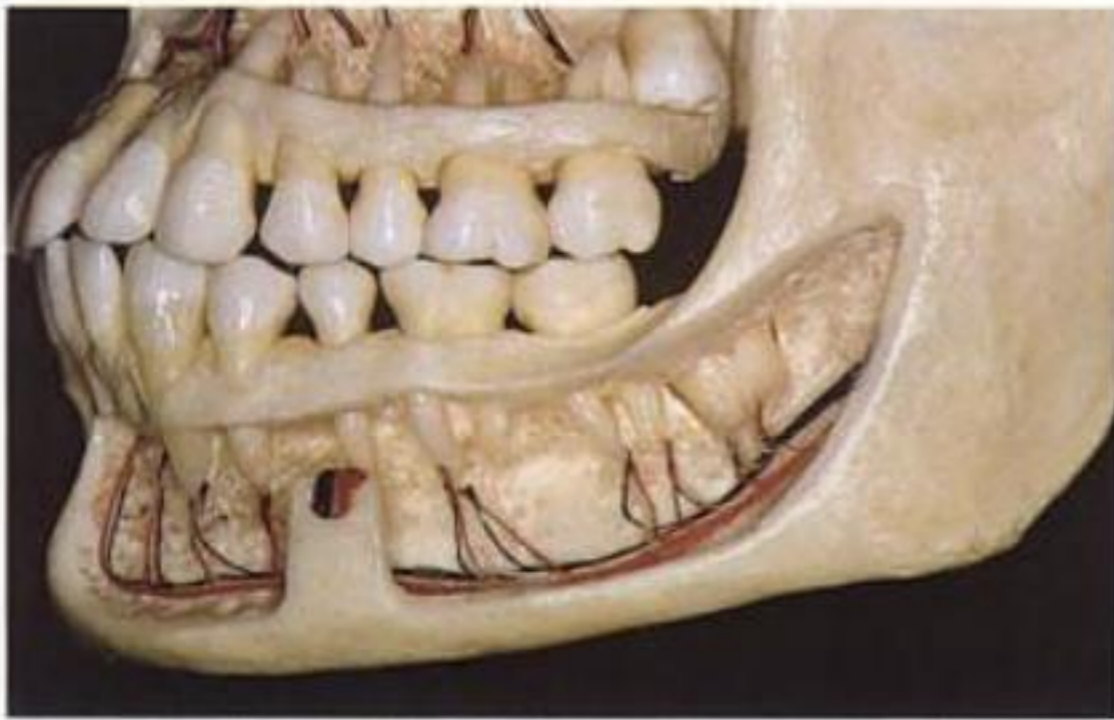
Trayecto del fascículo neurovascular alveolar inferior en el interior del cuerpo mandibular: la posición apicoronal del conducto es extremadamente variable y debe ser valorada cada vez con la ayuda de tomografías computarizadas.
